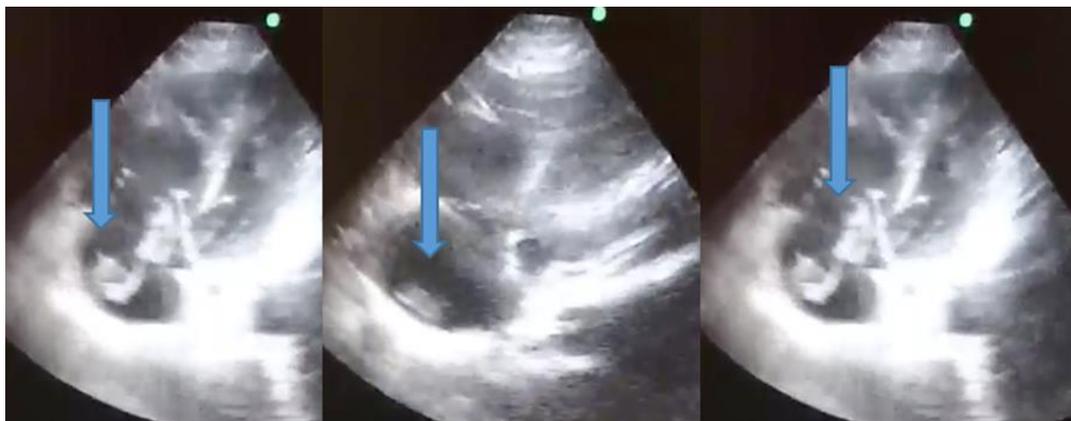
Trombo saindo do átrio direito e passando pela valva tricúspide até o ventrículo direito visualizado em ultrassonografia realizada à beira do leito
